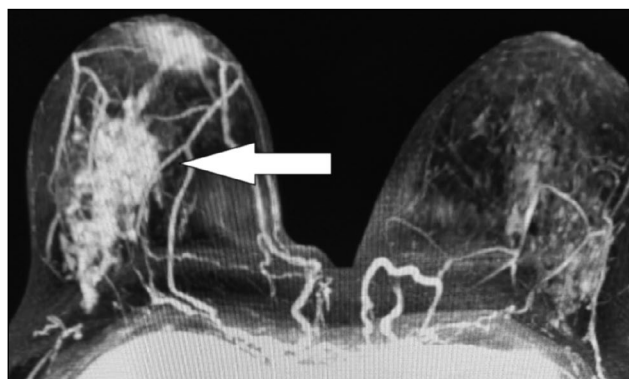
Болезнь Педжета на магнитно-резонансной томографии (проекция максимальной интенсивности, MIP): ретроареоларно зона сегментарного контрастирования, распространяющаяся от уровня соска до задних отделов молочной железы (стрелка).
